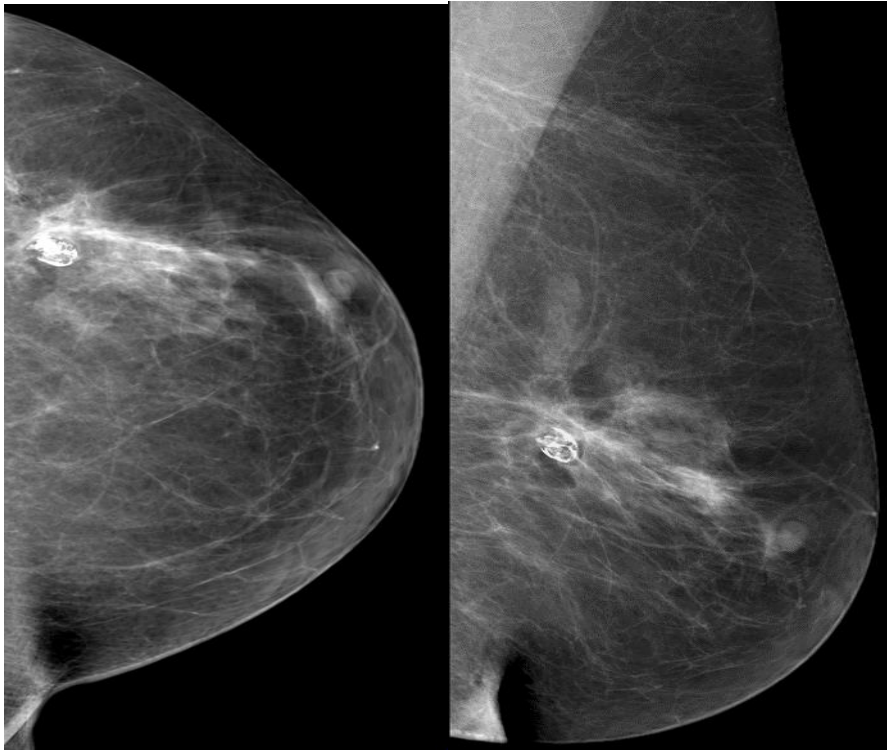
Рентгенологическая форма жирового некроза «жировой некроз с наличием в структуре кольцевидных обызвествлений».
